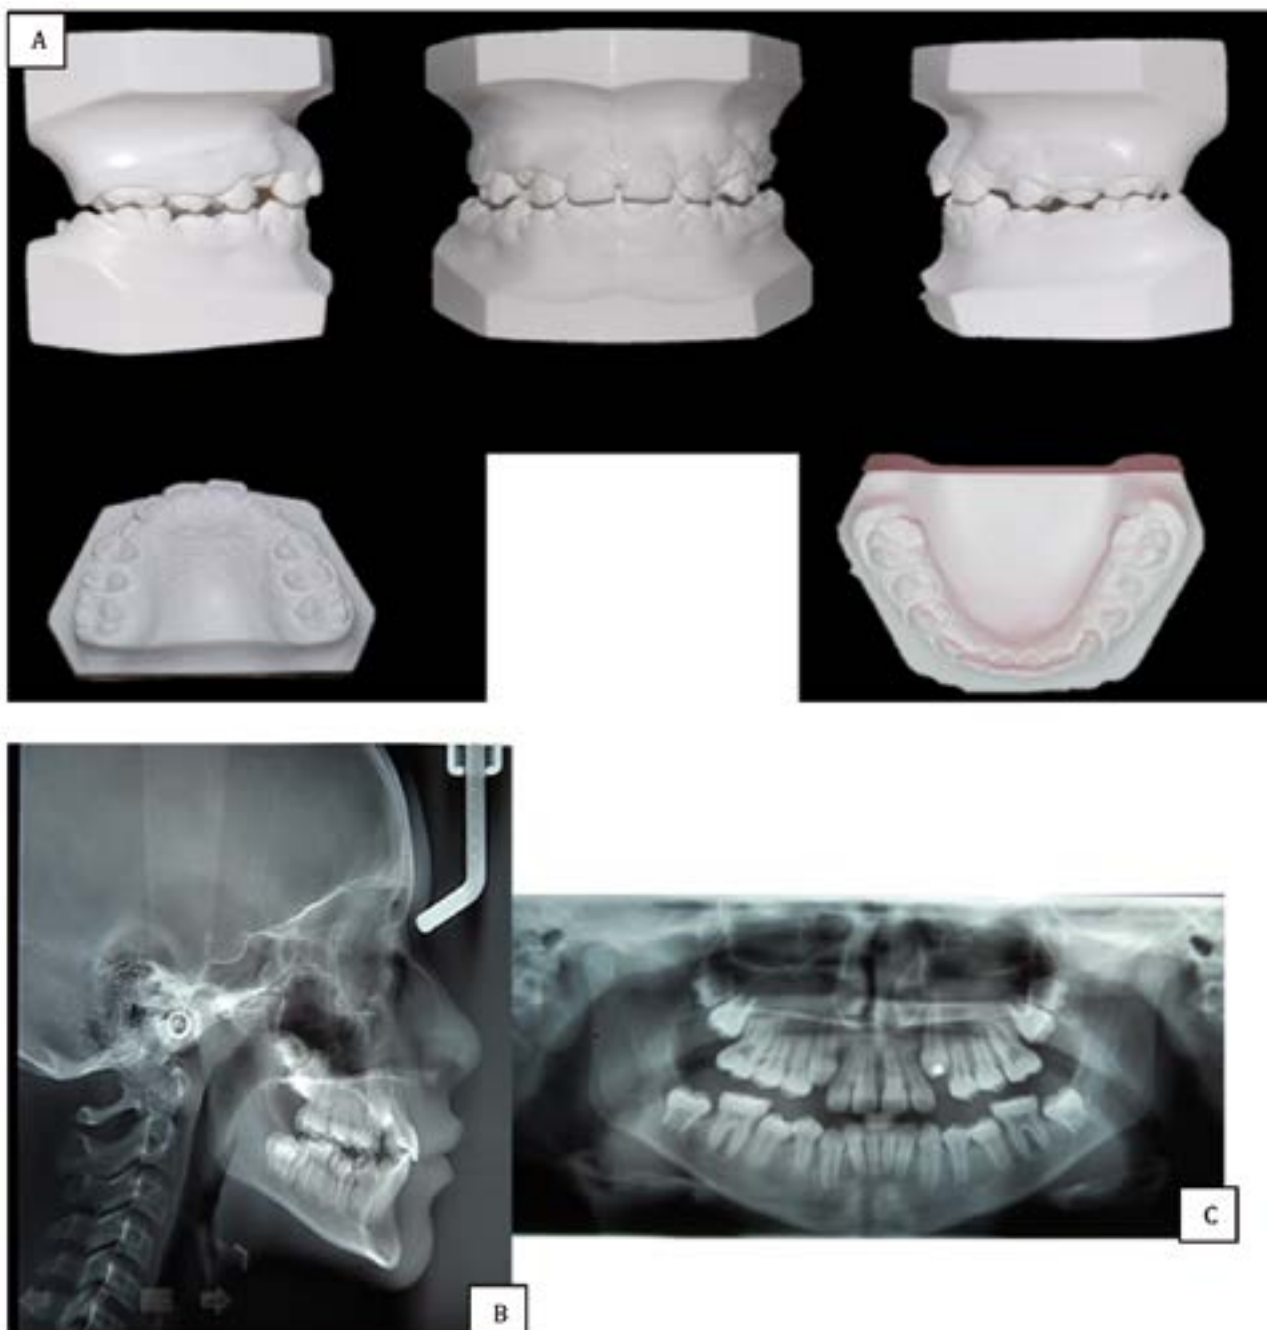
Ayudas diagnósticas: modelos de estudio (A), radiografía cefálica (B) y panorámica (C) 7 años después (2013).
